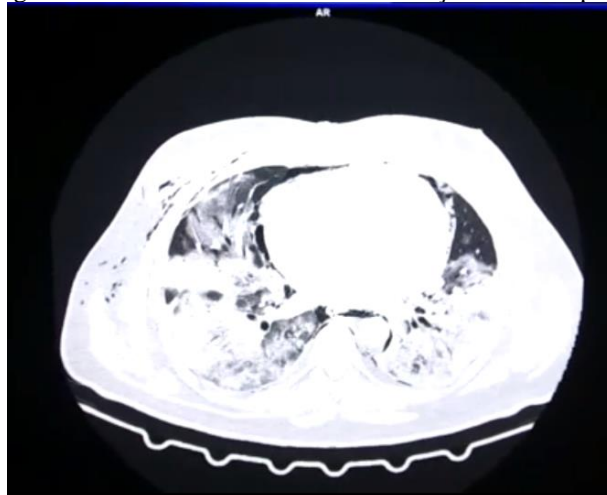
Tomografia de tórax demonstrando consolidações basais e pneumomediastino.
